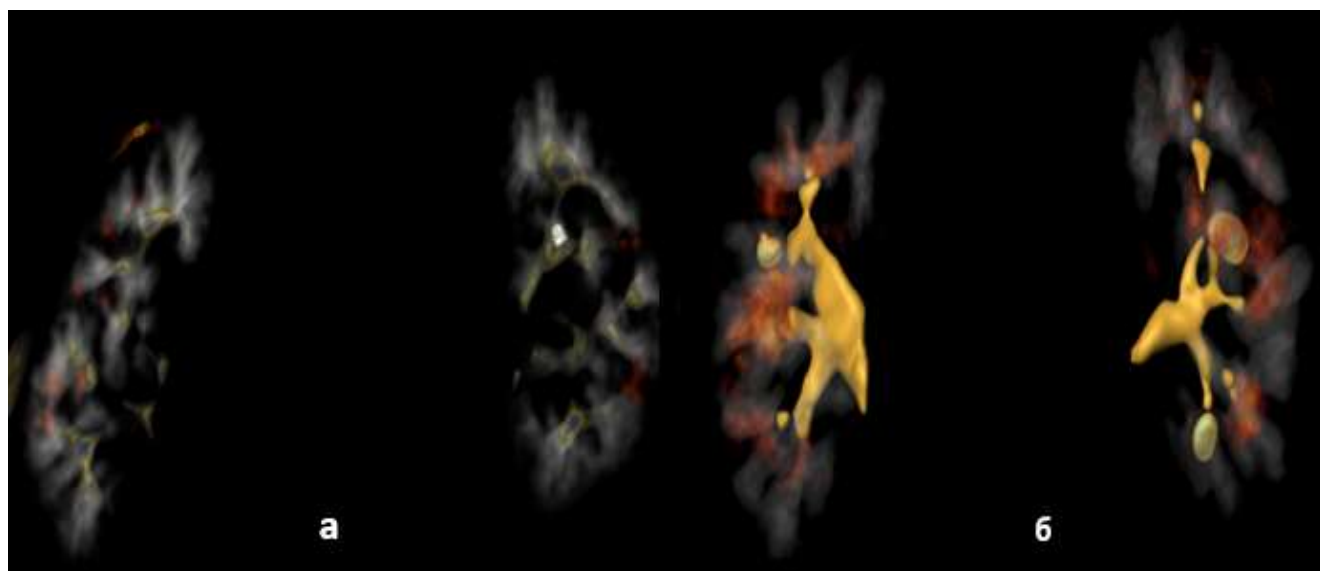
Пример возможности визуальной оценки КВ по данным трехмерной виртуальной обработки данных МСКТ с контрастированием (а – у пациента с гипофильтрацией, б – у пациента с гиперфильтрацией - совмещены нативная и экскреторная фазы исследования). Участки «уплотнения» отмечены более красным цветом.
